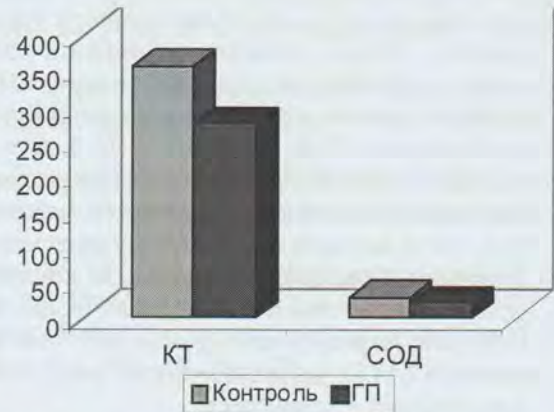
Показатели КТ, СОД в периферической крови
